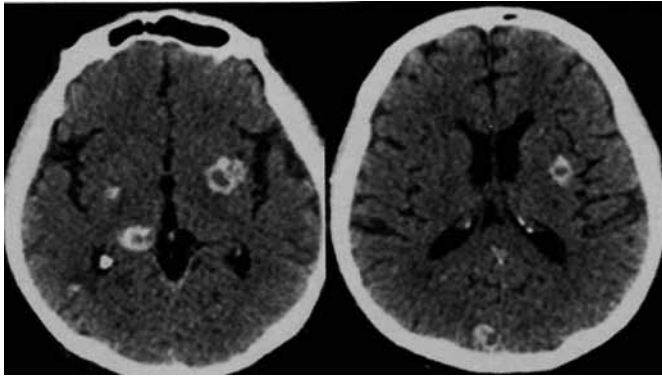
Tuberculoma: tomografía de encéfalo en fase simple a nivel de las cisuras de Silvio (izquierda) y de los ventrículos laterales (derecha). Muestra múltiples lesiones hiperdensas con centro hipodenso, parietales bilaterales compatibles con tuberculomas.
